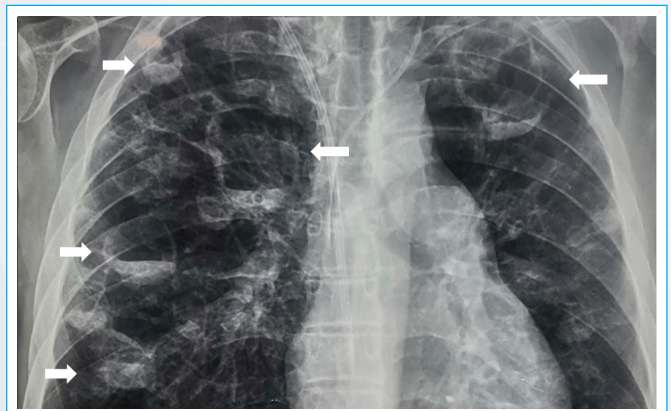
Radiografía de tórax con múltiples cavitaciones pulmonares con nivel hidroaéreo en su interior compatibles con abscesos pulmonares (flechas).
